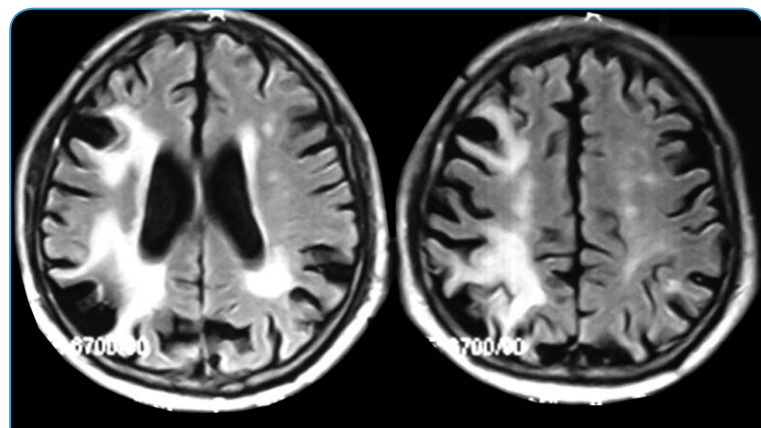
МРТ головного мозга. Ишемический инсульт в зоне смежного кровоснабжения левых СМА и ПМА
